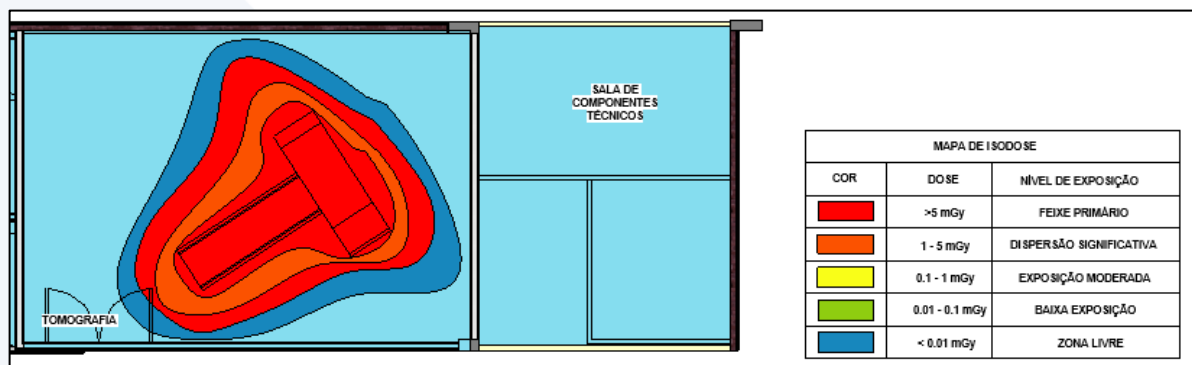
Mapa de Isodose da Sala de Tomografia. Fonte: Projeto de Blindagem, 2025.
